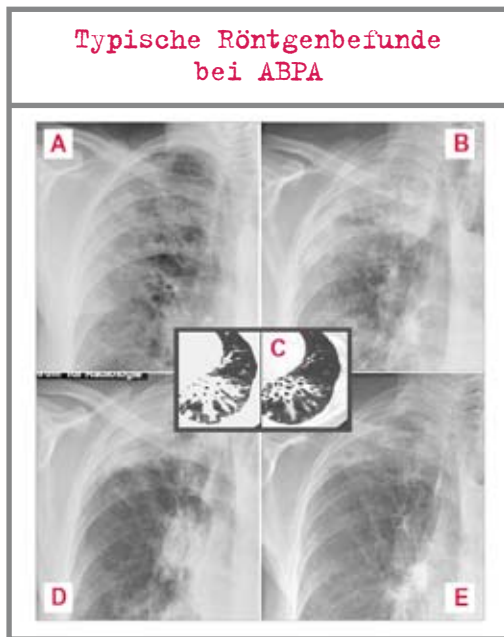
A: Fleckschatten, B: Infiltrate, C: Bronchiektasen (CT), D, E: Hilusvergrößerung
